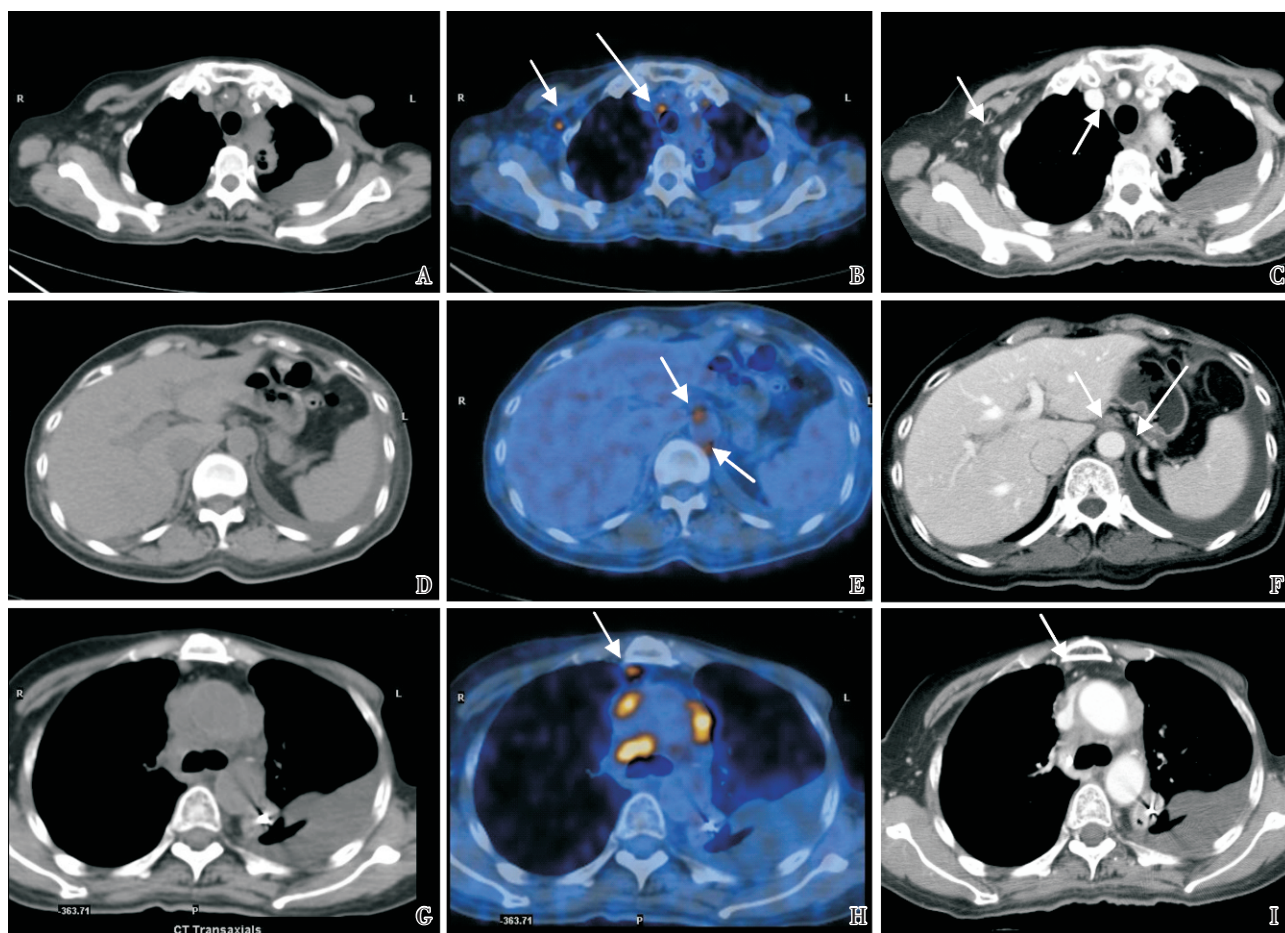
左乳腺癌综合治疗 FDG PET/CT 显像与 CT 评估淋巴结转移
